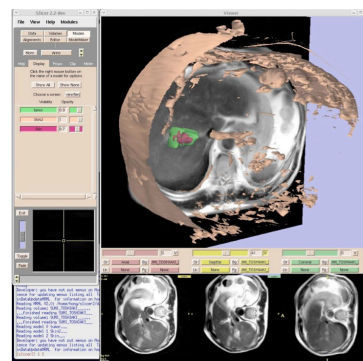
焼灼治療直後のMRIによる腫瘍と治療範囲の描出
